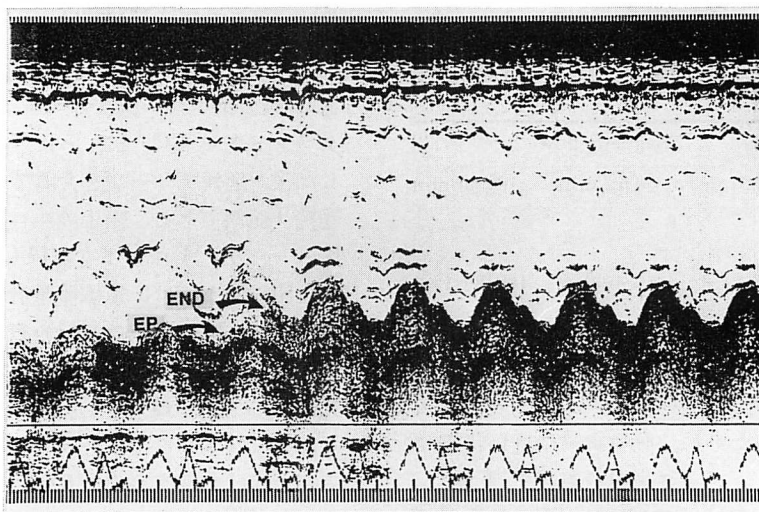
M-mode contrast echocardiography via the circumflex bypass graft (54-year-old man : Y.Y.).
